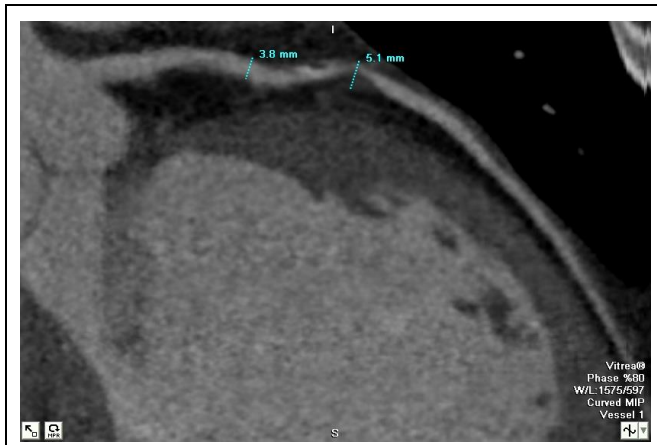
МСКТ-коронароангиография.
